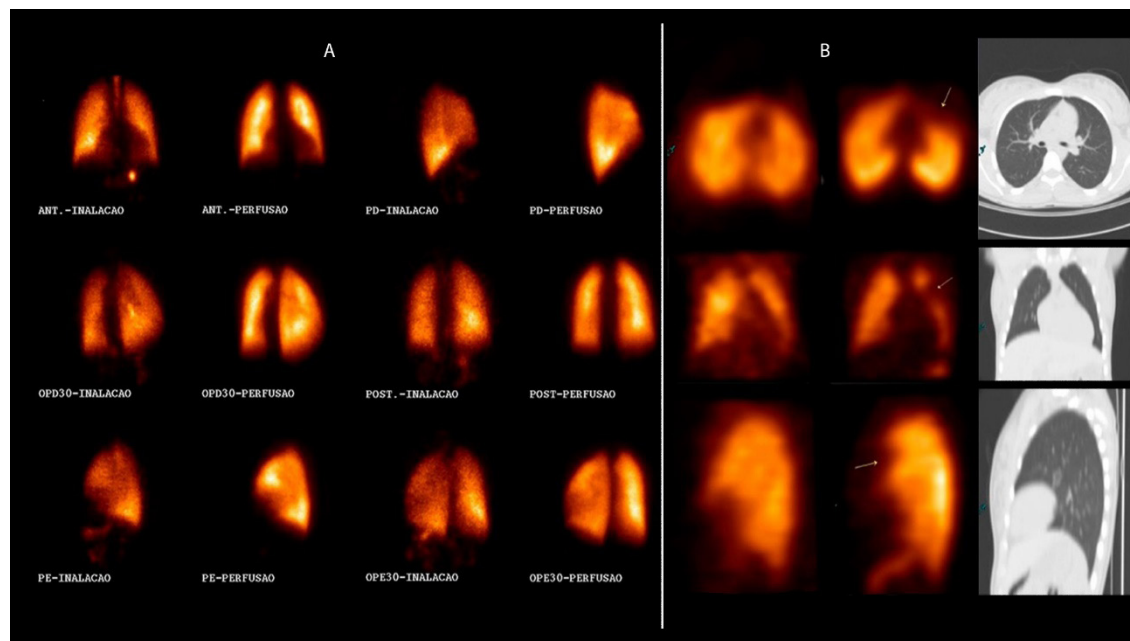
A: série de imagens exemplificando uma cintilografia pulmonar V/Q Planar, com uso de DTPA/MAA marcados com 99mTc, nas projeções anterior, posterior, laterais e oblíquas, mostrando inalação e perfusão normais. B: série de imagens de cintilografia pulmonar V/Q Spect-CT, com uso de DTPA/MAA marcados com 99mTc da esquerda para direita: primeira coluna, ventilação Spect; segunda coluna, perfusão Spect; e terceira coluna, TC tórax. A imagem de ventilação é normal, já a perfusão evidencia déficit perfusional no segmento inferior do lobo superior esquerdo (seta) e TC normal, configurando TEP.
